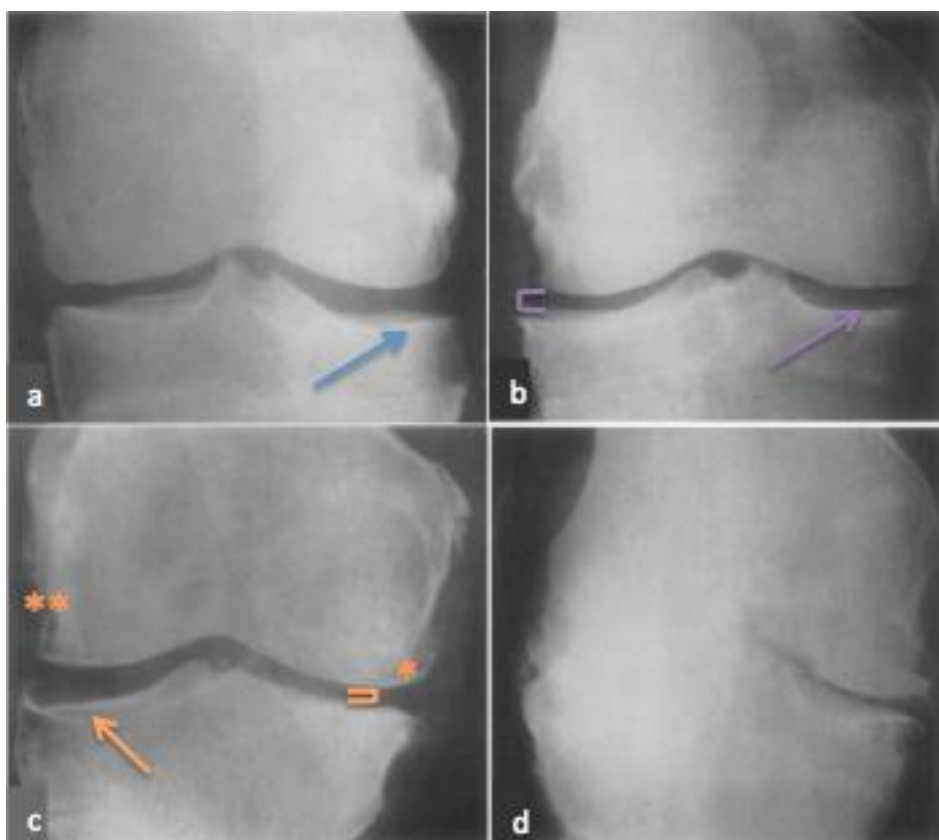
Telerradiografias AP representativas dos quatro graus de degeneração articular do joelho apresentados na classificação de Kallgren – Lawrence: a) Grau 1 – diminuição da interlinha articular inconclusiva com possível formação osteofitária (seta azul); b) Grau 2 – possível diminuição da interlinha articular (chaveta roxa) com formação osteofitária definida (seta roxa); c) Grau 3 - diminuição da interlinha articular definida (chaveta laranja) com formação moderada de osteófitos (seta laranja), zonas de esclerose (asterisco laranja) e alguma deformação das extremidades ósseas (duplo asterisco laranja); Grau 4 – formação osteofitária de grande escala, grave diminuição da interlinha articular com esclerose marcada e deformação das
